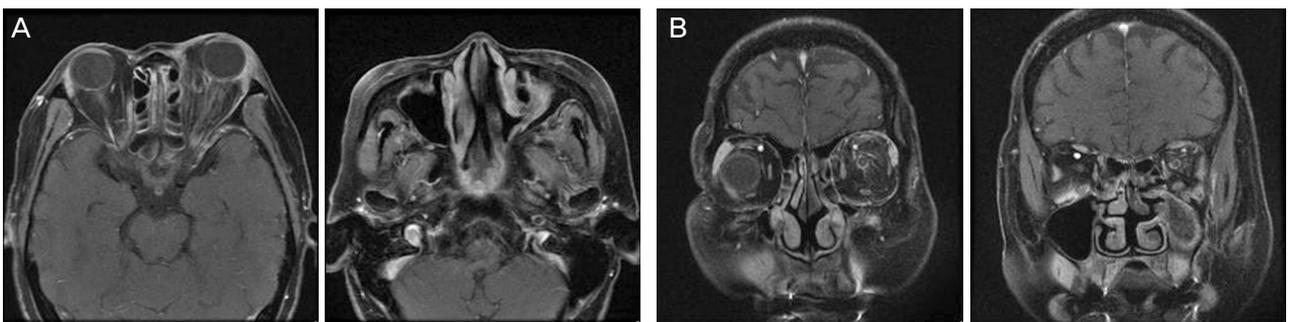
Postcontrast (A) axial and (B) coronal orbital magnetic resonance imaging (MRI) demonstrated heterogenous enhancement of the left posterior orbit and the left maxillary sinusitis.
